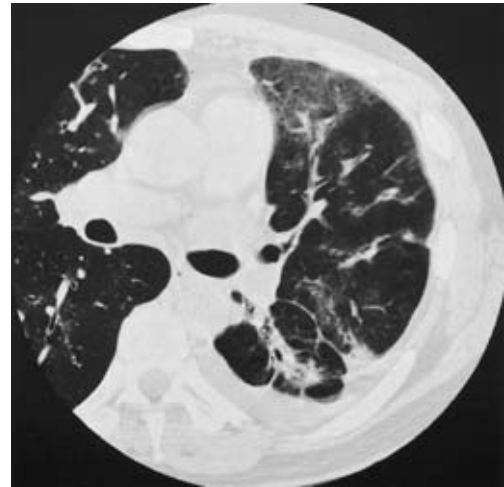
Chest CT scan (lung window) on admission showing ground glass opacity, bronchial wall thickening, and pleural effusion.
